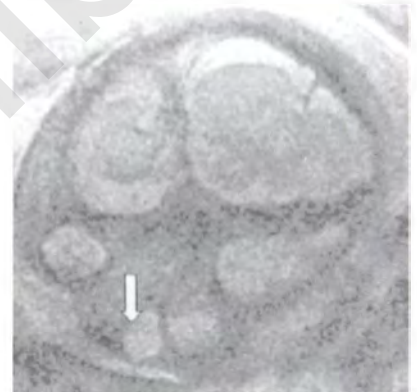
Беременность 25 нед. МРТ. Дакриоцистоцеле. T2-ВИ аксиальный скан плода
